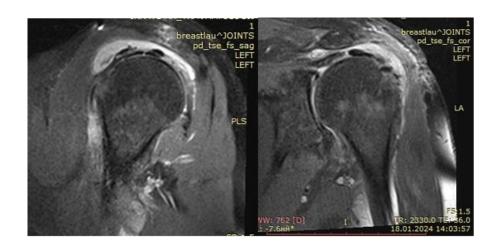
Магнитно-резонансная томография левого плечевого сустава через 2 месяца после операции
